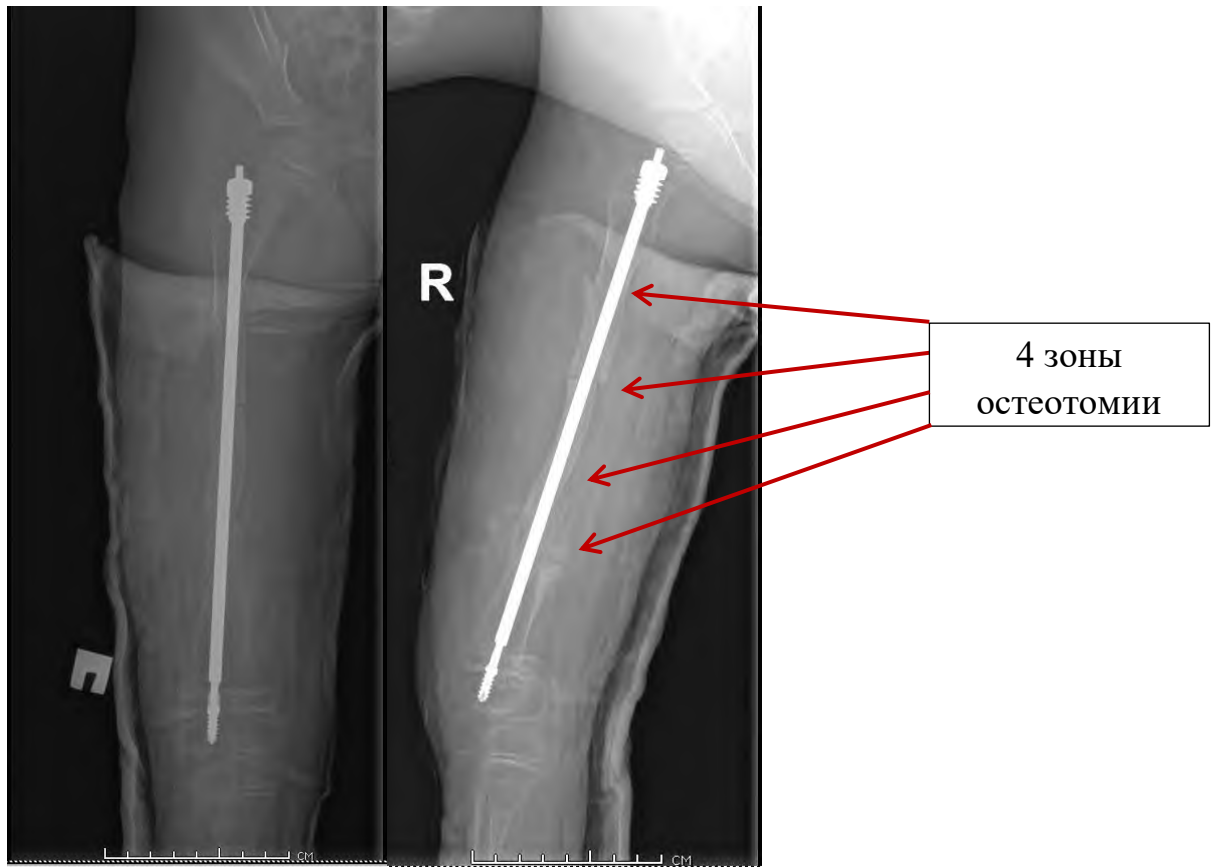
Рентгенография правой бедренной кости на 1 сутки после операции.
